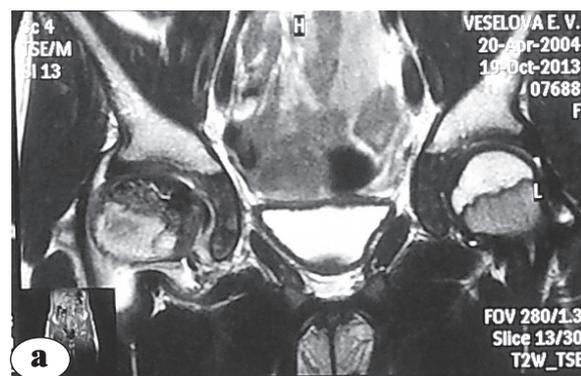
Данные лучевых методов исследования пациентки К., 10 лет, до лечения: а – МРТ: субтотальное поражение головки бедренной кости; б – рентгенограмма в передне-задней проекции: кистозная перестройка шейки бедренной кости; в – рентгенограмма в боковой проекции
